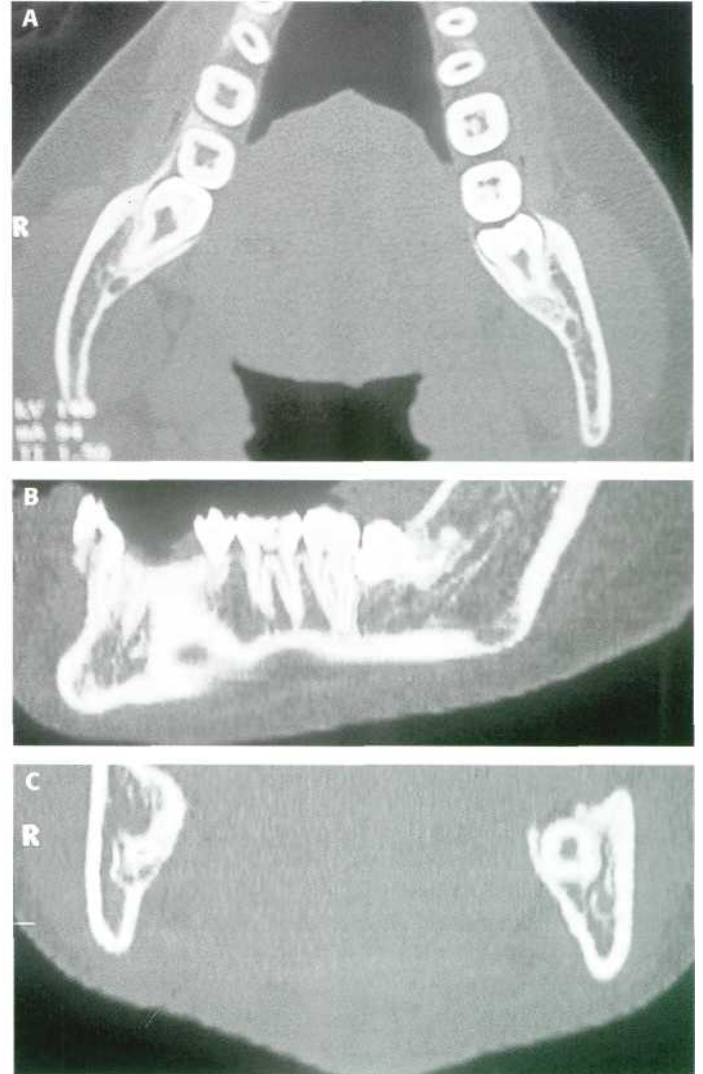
Estudio mediante tomografía computarizada en un paciente con los cordales inferiores incluidos. (A) Corte axial. (B) Corte sagital. (C) Corte coronal.
